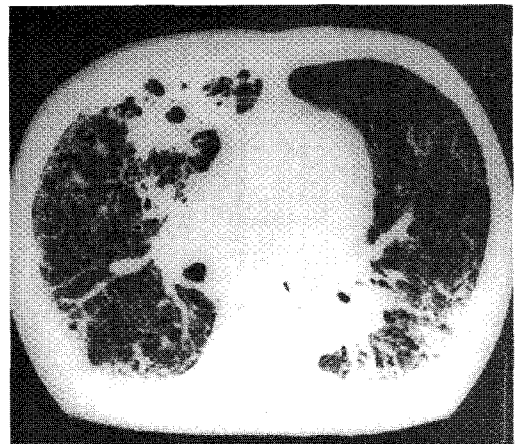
HRCT scan also shows predominantly subpleural multiple irregular air-space consolidations and thickening of bronchovascular bundles.
